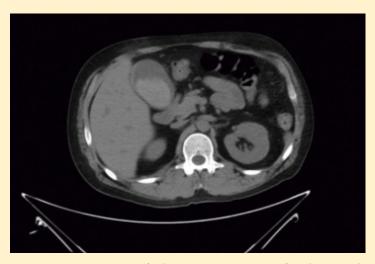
Corte axial de TAC con vesícula de paredes engrosadas y contenido hemorrágico.(Lucena MA)
